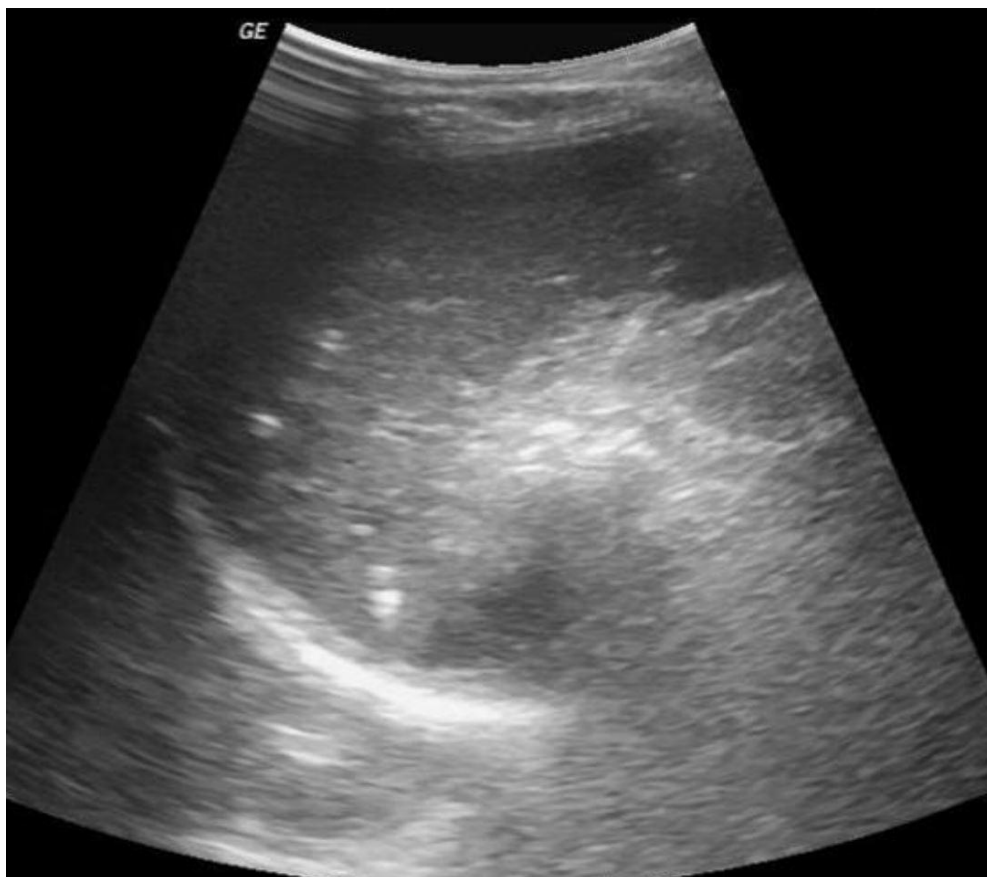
Calcifications spléniques à l'échographie [98]
